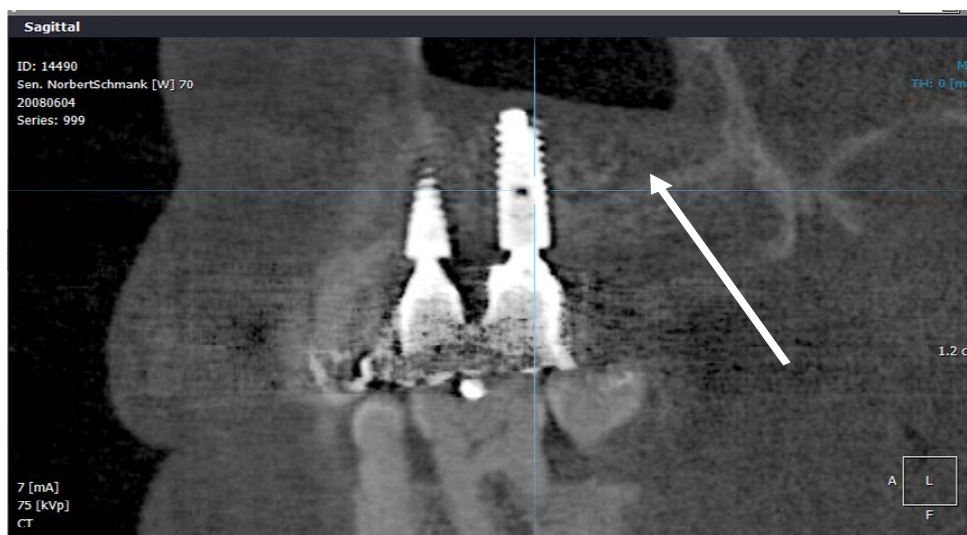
КТ через 6 місяців після проведення синус-ліфтингу та встановлення імпантатів
